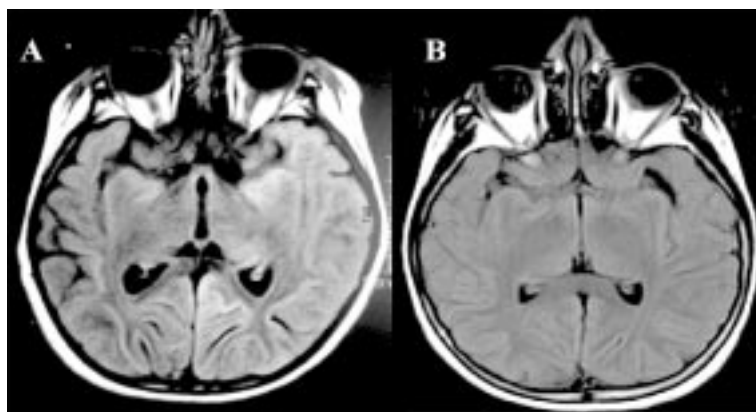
A. RM de cerebro, secuencia FLAIR, muestra alteraciones de la corteza temporal mesial, cingulada y pulvinar del tálamo izquierdo B. RM control a los dos meses, secuencia FLAIR, con regresión total de las alteraciones.
